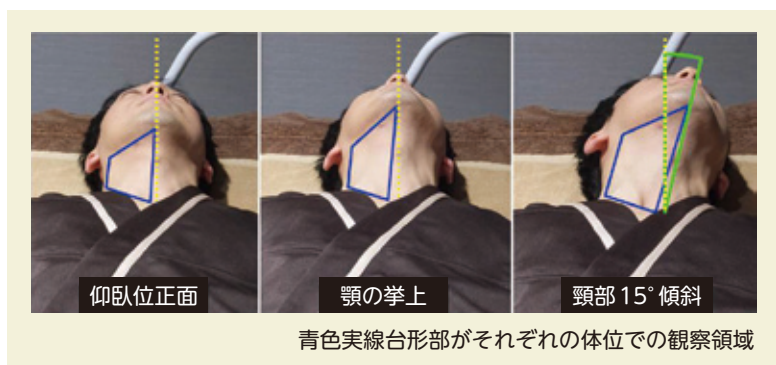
▶ 頸動脈エコー検査時の体位 (足側から俯瞰)
